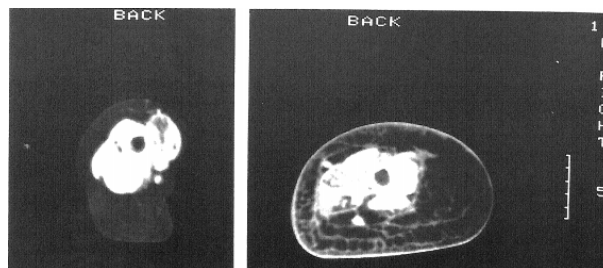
scan dum membro esquerdo (normal) e direito (com linfedema) duma paciente através duma tomografia[77]
